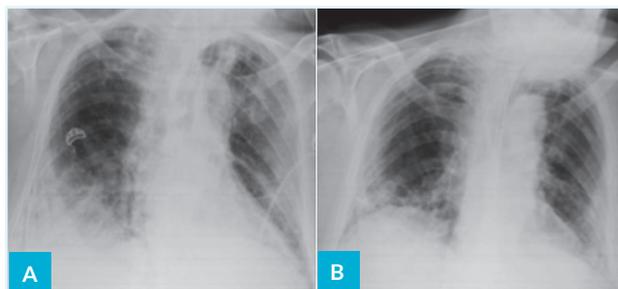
Radiografia ântero-posterior evidenciando: A) (2 dias após a Figura 1C) Opacidades e consolidações do espaço aéreo menos extensas do que as radiografias prévias. B) (12 dias após Figura 2A) Opacidades no espaço periférico, predominantemente inferior, após recuperação clínica da ARDS por infecção pelo COVID-19.
